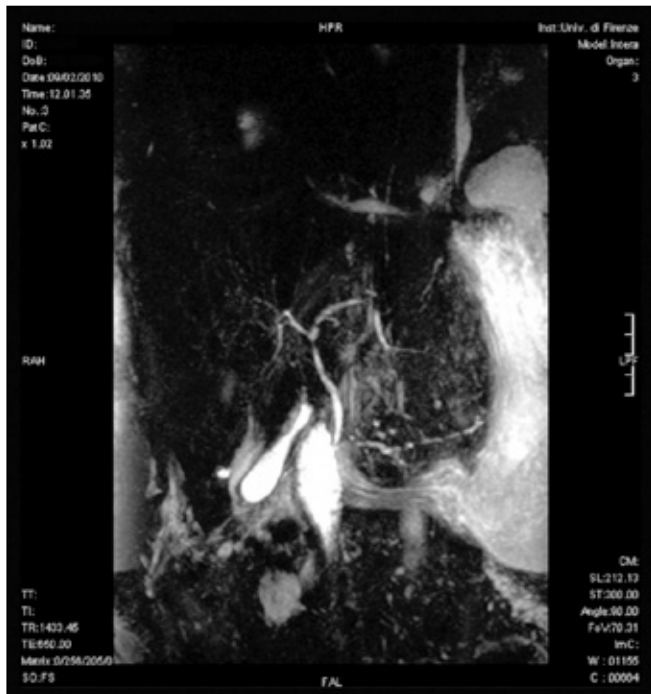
Colangio-RMN. L'immagine evidenzia vie biliari con aspetto filiforme con un ispessimento diffuso delle pareti della colecisti.
